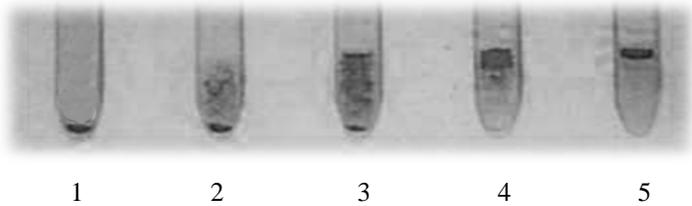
Результаты исследования диффузионно-адгезионным методом.
